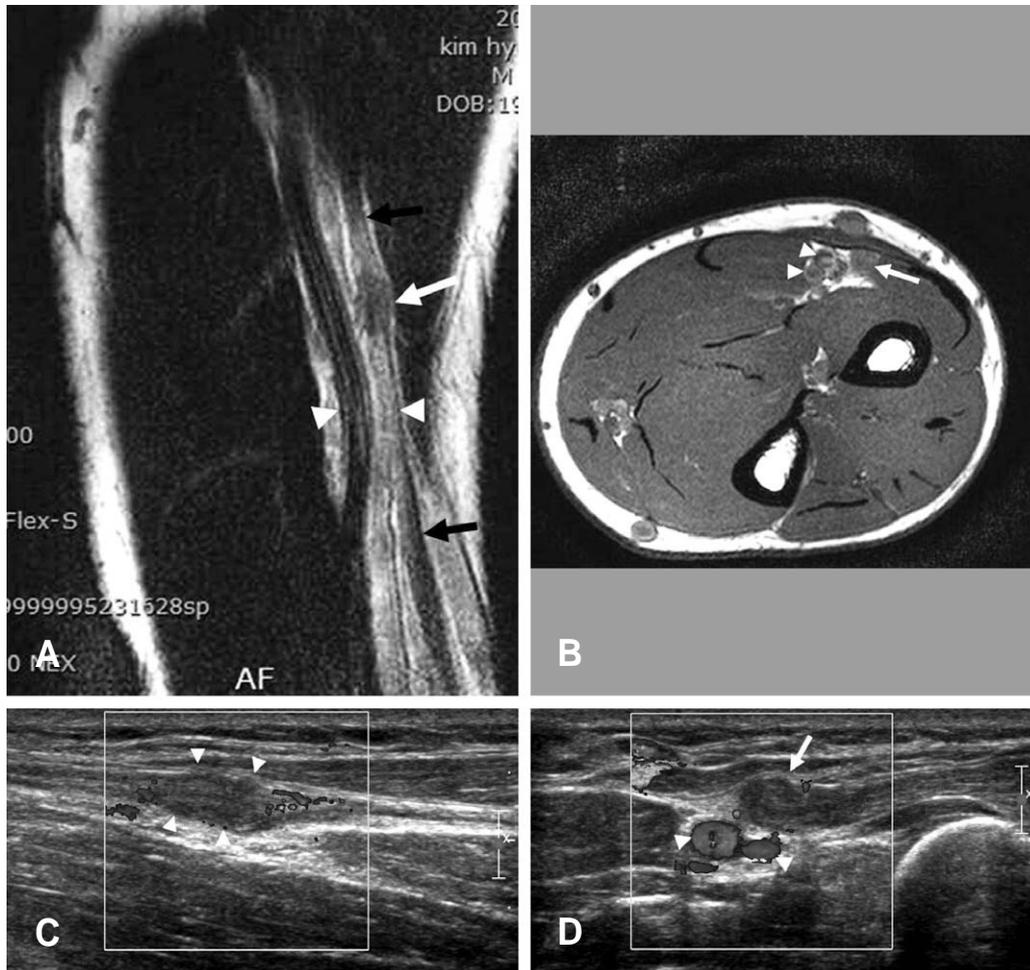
MR and ultrasonographic images of a patient with radial sensory neuropathy. It was hard to find the lesion in MRI (A, B) initially (white allow: mass, black allows: superficial radial nerve, white allow heads: radial artery and its accompanied veins). However long axis ultrasonographic examination (C) revealed abnormal mass (white allow heads) attached to the superficial radial nerve at distal forearm level, which resulted in a fibrous histiocytoma. Power doppler short axis image (D) revealed a soft mass(white allow) close to the radial artery and its accompanied veins (white allow heads).
